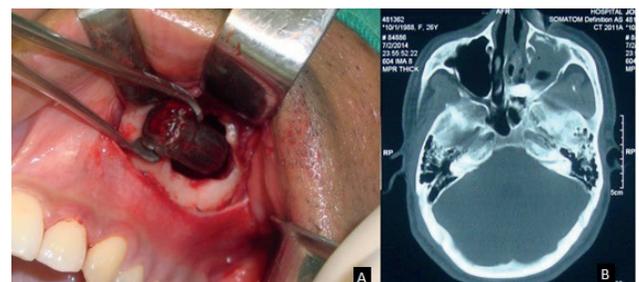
Remoção do projétil através do acesso de Caldwell-Luc. B - Corte axial de Tomografia Computadorizada evidenciando PAF alojado entre a fossa nasal e o seio maxilar.
